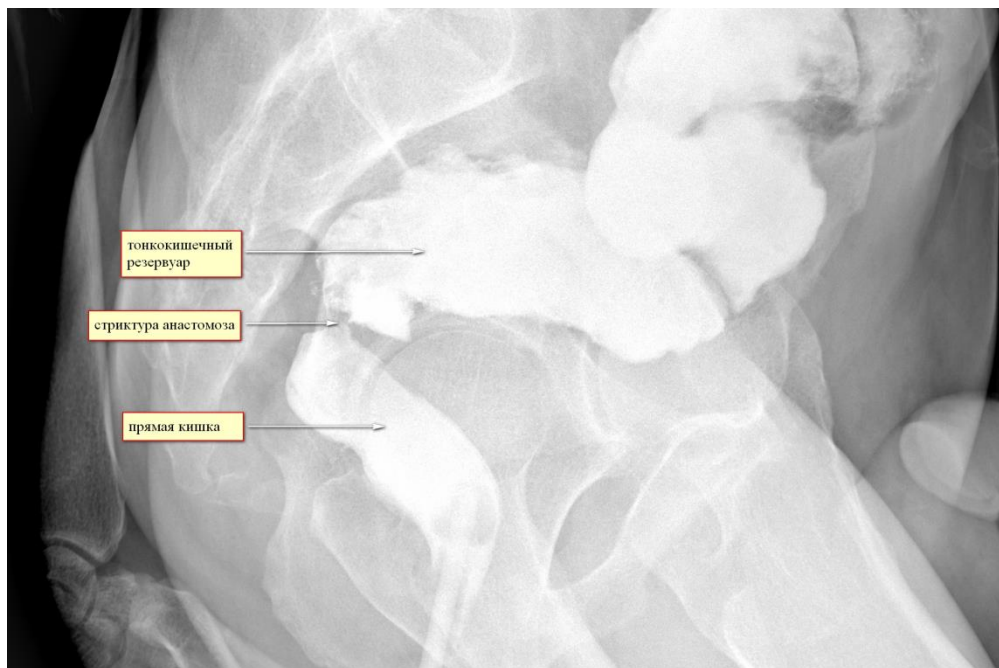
Рентгенологическое исследование (прокторезервуарография) пациента Г., 39 лет, и/б 2933-11 г. Боковая проекция.
